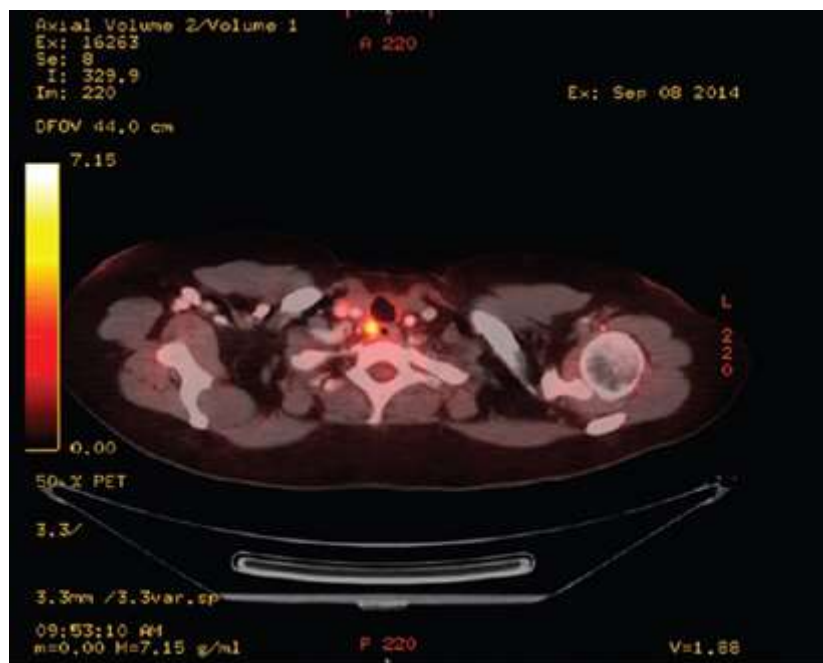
Une femme de 42 ans atteinte d'un CPT qui a subi une TEP après une TT et une IRAthérapie. La scintigraphie corps entier était négative avec un taux de Tg à 30,2 ng / mL. La TEP montre un CPT avec une activité fluorodésoxyglucose accrue compatible avec une maladie récurrente dans le lit thyroïdien. La cytologie par aspiration à l'aiguille fine des lésions a confirmé le diagnostic. (99)
